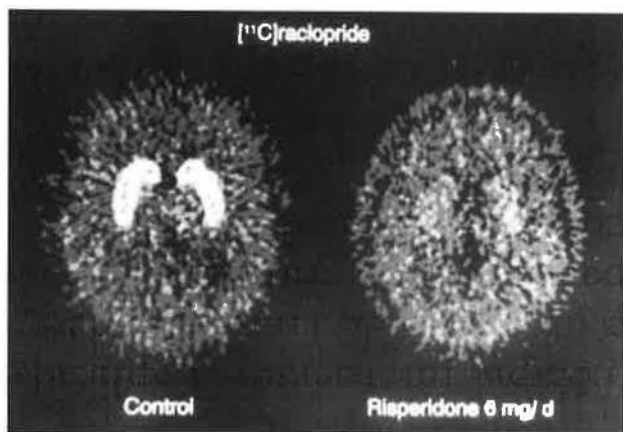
Risperidona. PET SCAN [¹¹C] raclopride. La ocupación de los receptores in vivo se puede determinar por "PET scan" (tomografía de emisión de positrones). Se realiza administrando un radioligando, el raclopride, que se fija a los receptores D₂ de la dopamina y que se pueden observar en los colores amarillo/rojo de la imagen de la izquierda. En la imagen de la derecha se ve cómo tras la administración de risperidona, al tener este fármaco gran afinidad por los receptores D₂, desplaza al raclopride y desaparece el color amarillo/rojo.
